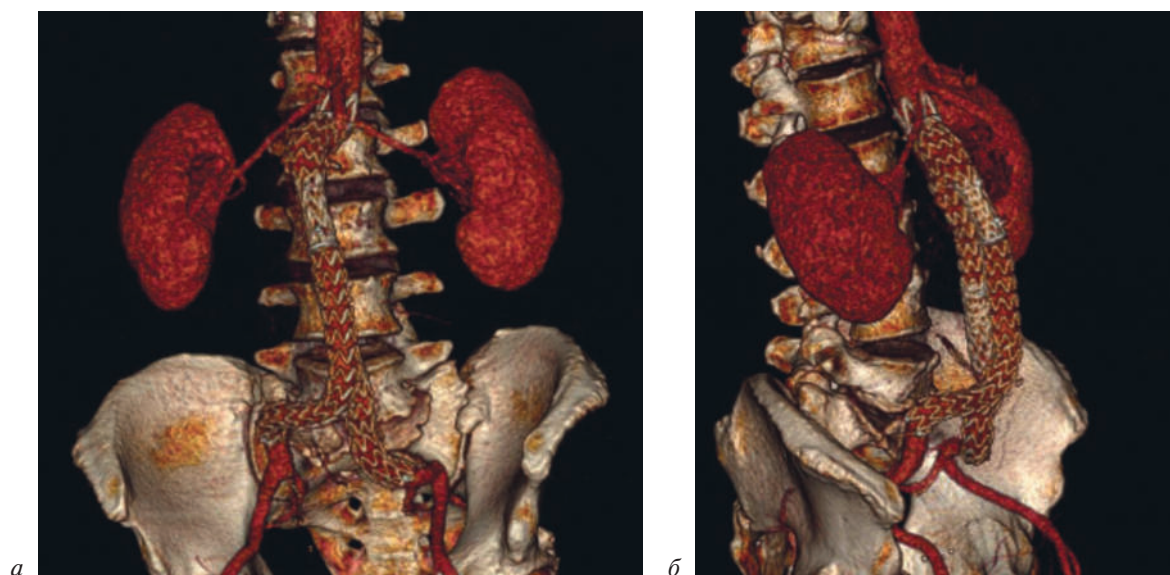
Контрольная МСКТ-аортография через 12 мес:
